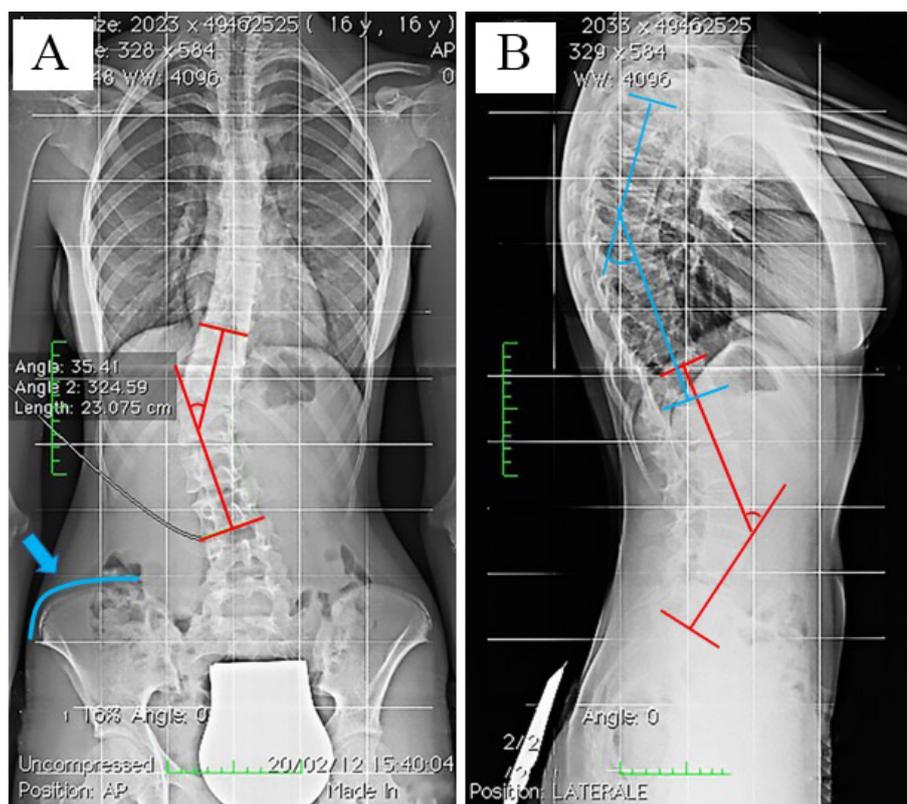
Radiografia della colonna in toto sotto carico in 2P. A) Proiezione antero-posteriore: paziente affetta da scoliosi dorso-lombare sinistra (la stragrande maggioranza delle curve dorsali idiopatiche sono destre, cioè hanno la convessità a destra). In rosso è evidenziato il calcolo dell'angolo di scoliosi con il metodo di Cobb; in azzurro, indicato dalla freccia, il nucleo di ossificazione della cresta iliaca da cui si valuta il valore del Risser (in questo caso 3). B) Proiezione laterale: in rosso e in azzurro il calcolo del valore di lordosi e cifosi utilizzando la tecnica di Cobb.
